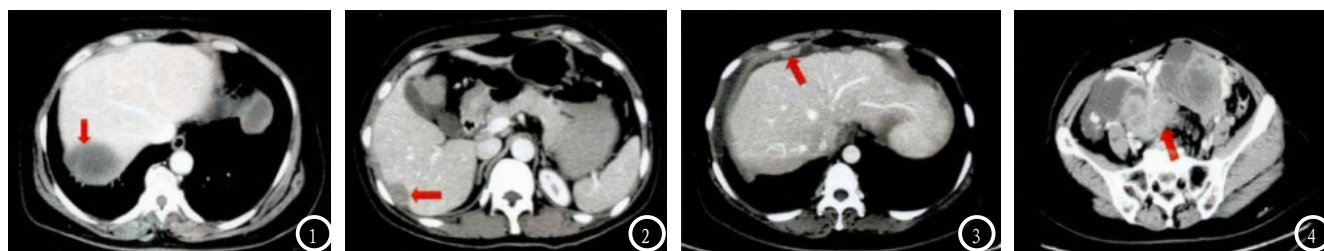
卵巢癌术前多层螺旋CT。图1为肝转移>2cm；图2为肝及肝周腹膜转移>2cm；图3为膈肌转移>2cm；图4为乙状结肠转移>2cm。
